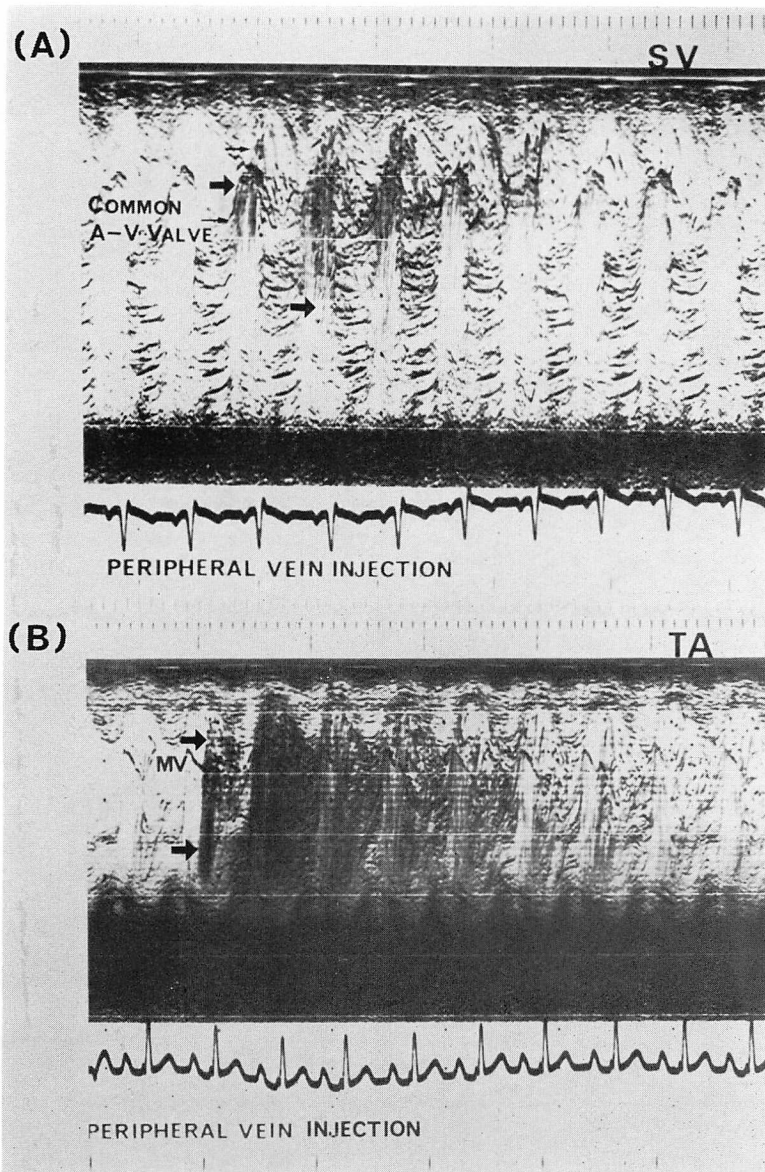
Contrast echocardiograms in a case of single ventricle with common A-V valve and in a case of tricuspid atresia.
